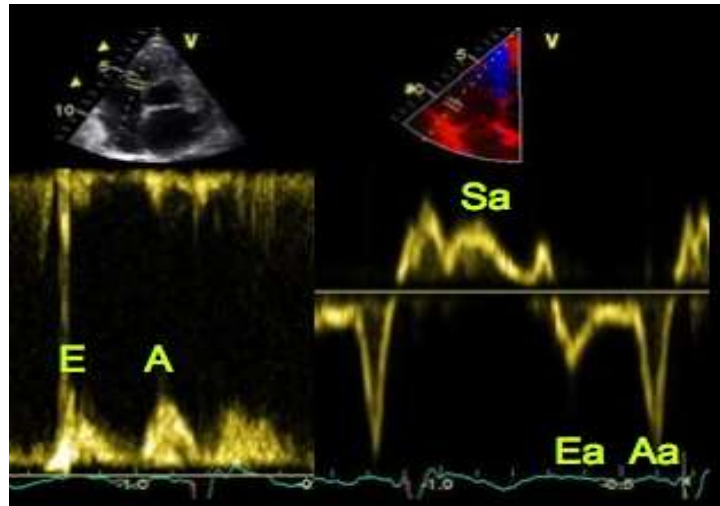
Doppler tissulaire à l'anneau tricuspide.
